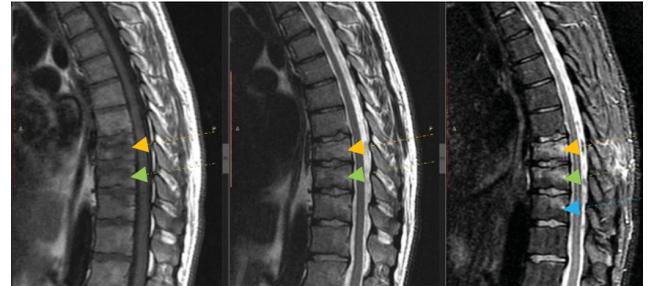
МРТ грудного отдела позвоночника.
